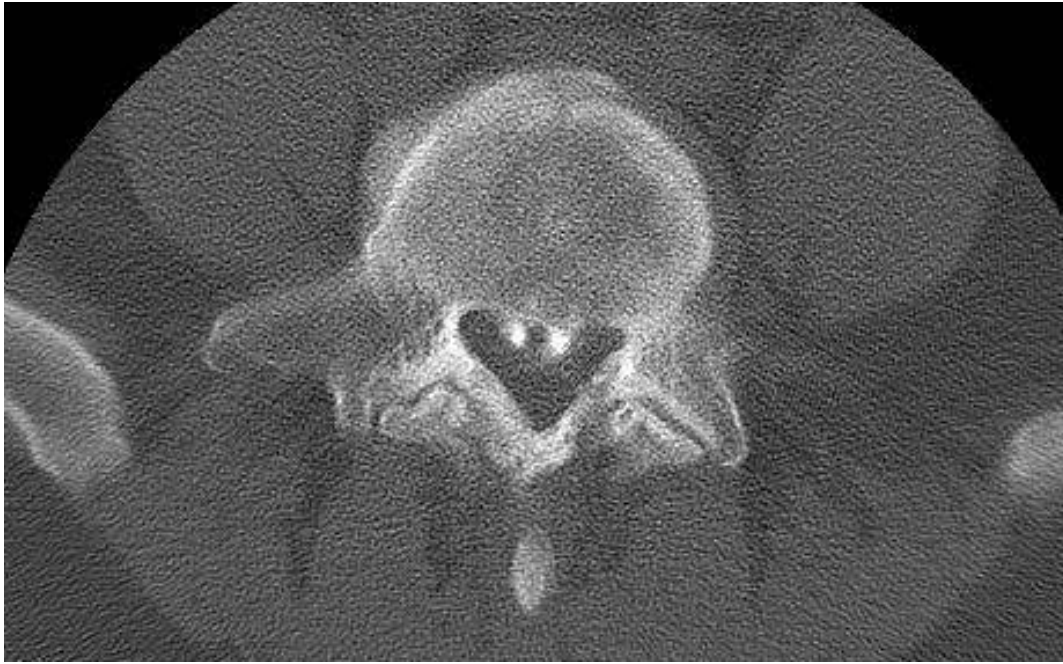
Pozitivan nalaz lijevo, foraminalno, CT diskografija.
